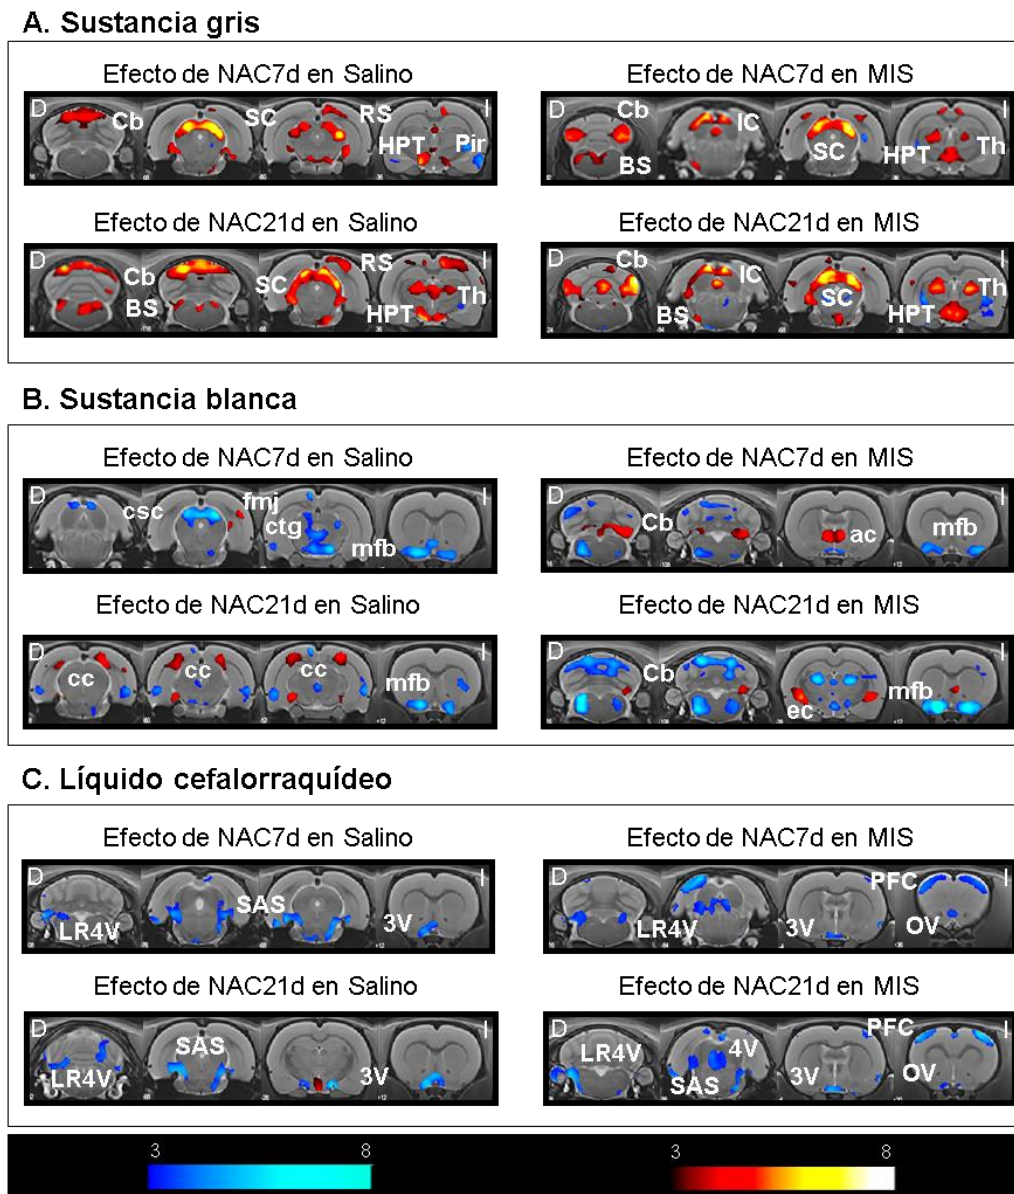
Alteraciones en la morfometría de la GM, la WM y el CSF en los animales Salino y MIS tras el tratamiento con NAC (Salino VH: 7, Salino NAC7d: 12, Salino NAC21d: 12, MIS VH: 6, MIS NAC7d: 12, MIS NAC21d: 12). Los resultados de VBM se muestran como un mapa de T probabilístico representado sobre una imagen de resonancia magnética donde los colores cálidos indican un aumento de la densidad de GM, WM o CSF y los colores fríos indican una disminución. Las barras de colores muestran los valores de T. Abreviaturas: 3V: 3^{er} ventrículo, 4V: 4^o ventrículo, ac: comisura anterior, BS: tronco cerebral, Cb: cerebelo, cc: cuerpo calloso, csc: comisura del colículo inferior, ctg: tracto tegmental central, D: derecha, ec: cápsula externa, fmj: fórceps mayor del cuerpo calloso, HPT: hipotálamo, I: izquierda, IC: colículo inferior, LR4V: receso lateral del 4^o ventrículo, mfb: fascículo presencefálico medial, PFC: corteza prefrontal, OV: ventrículo olfatorio, Pir: corteza piriforme, RS: corteza retrosplenial, SAS: espacio subaracnoideo, SC: colículo superior, Th: tálamo.
